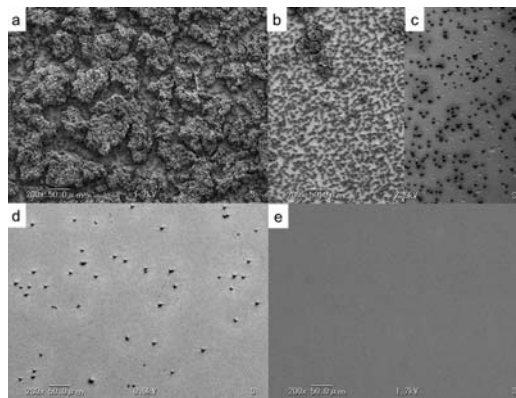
Effects of ultrasonic cleansing
